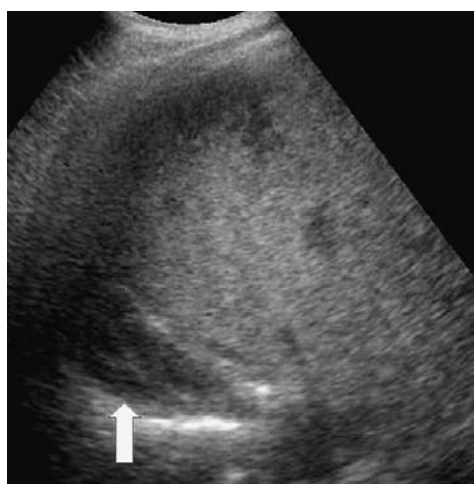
Échographie dans le cadre d'un *haemolysis, elevated liver enzyme, low platelet count* (HELLP) syndrome : foie hétérogène avec collection sous-phrénique hématique (flèche).
